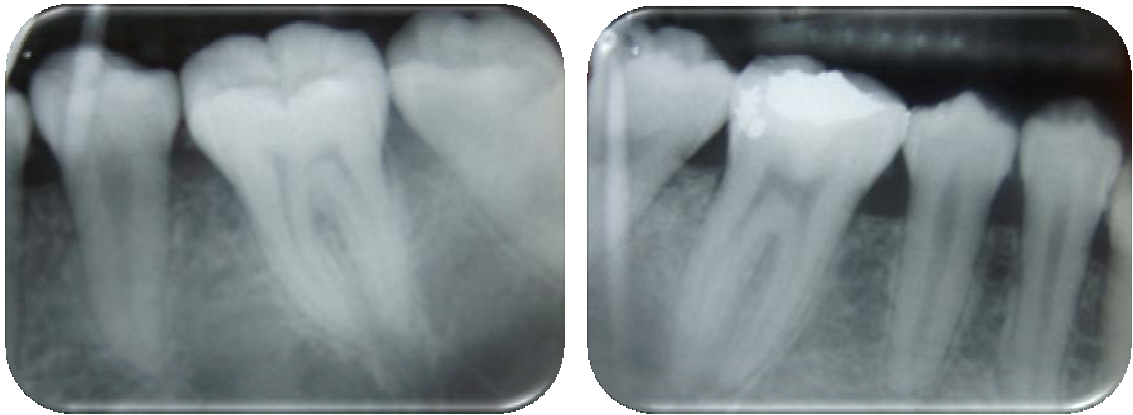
Radiografías de molares inferiores.
